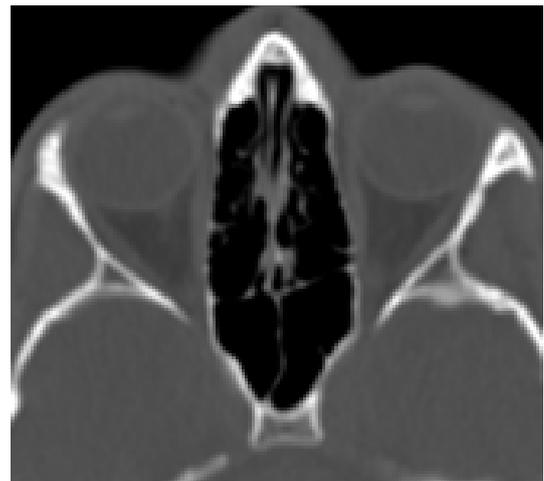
Imagem de TC em corte axial, apresentando pneumatização do seio esfenoidal no centro da sela turca (C).
